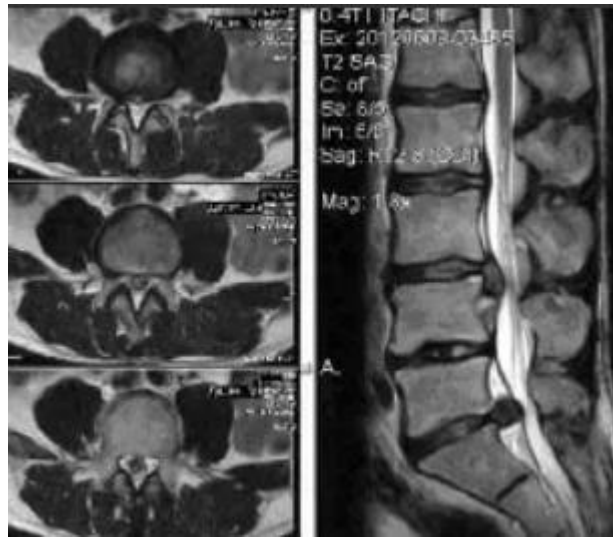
МРТ знімок поперекового відділу
